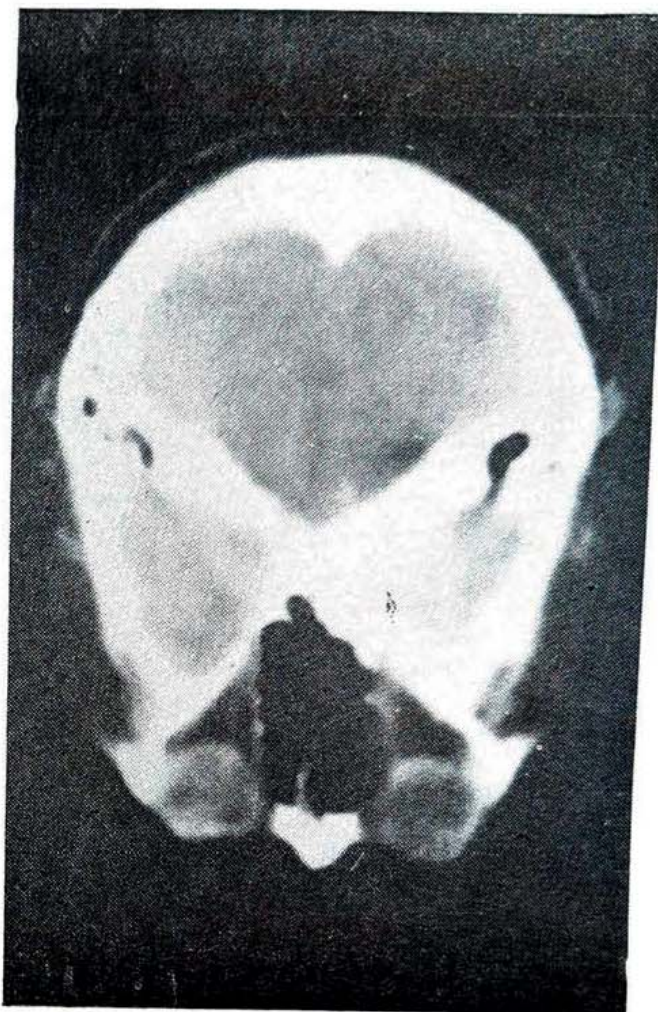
Tomografia do caso demonstrando massa expansiva para-selar esquerda.
